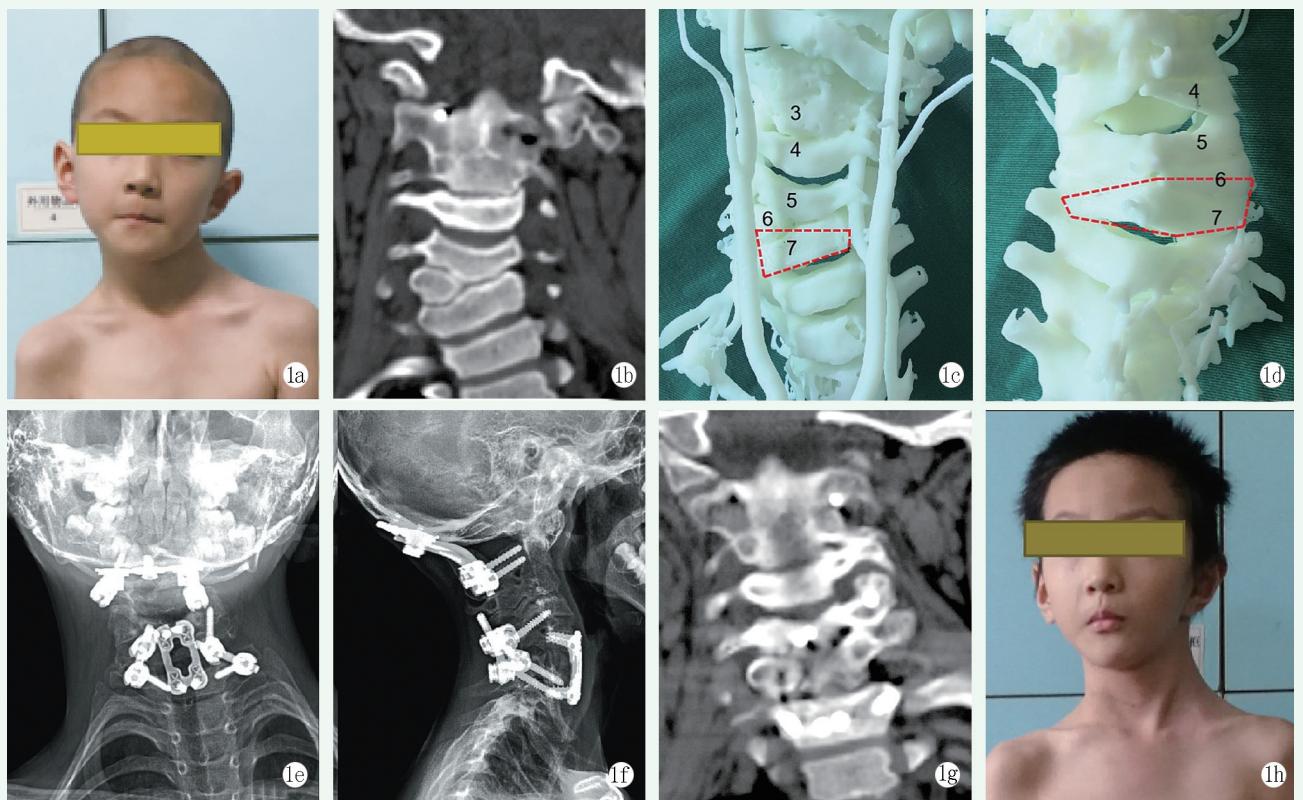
患儿，女，7岁，因“发现斜颈1年”入院。1a：术前外观，表现为明显斜颈；1b：术前CT示C₆右侧半椎体，C₂₋₃分节不全；1c：术前3D打印实体模型前面观，观察主要血管与椎骨的关系，设计前路截骨范围；1d：术前3D打印实体模型后面观，设计后路截骨范围；1e, 1f：术后1周颈椎正侧位X线片示侧凸矫正满意，内固定位置良好；1g：术后3个月CT示植骨融合满意；1h：术后3个月外观，畸形矫正满意。
